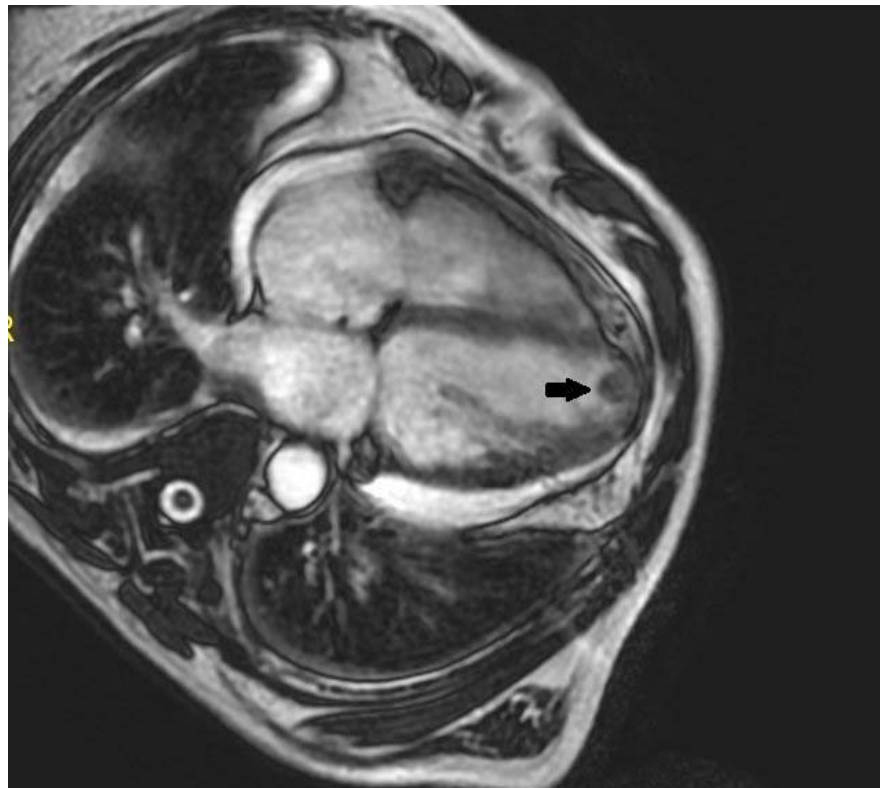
The left ventricle are shown in long axis planes in cardiac magnetic resonance imaging which was performed 30 days later from the admission: left ventricular dilatation and apical thrombi (black arrow).
